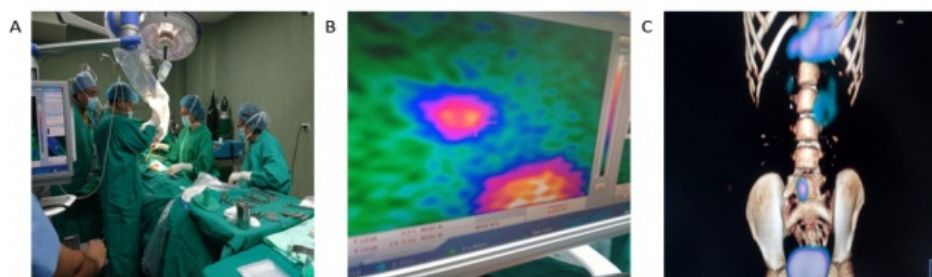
Cámara gamma portátil con manga de protección en brazo y colimador, para condiciones de esterilidad en SOP (A). Imagen con 2 focos de captación del radiotrazador (B). Al correlacionar con imagen SPECT/CT (C), se identifica la captación superior con probable HG y la inferior con la actividad vesical.
